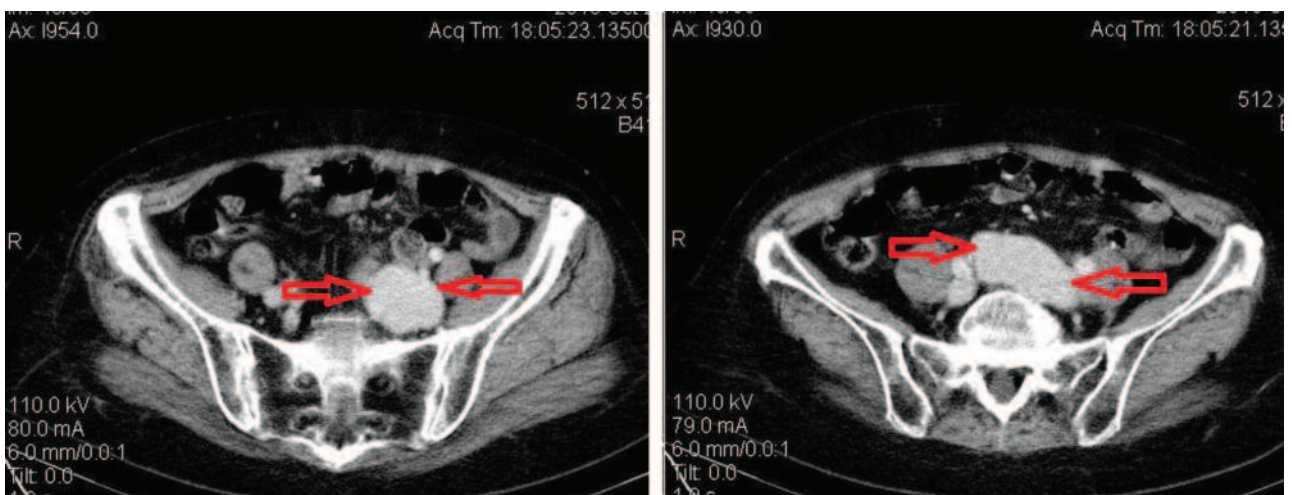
Компьютерные томограммы органов малого таза (аксиальные срезы) демонстрируют образование с четким ровным контуром, равномерно усиливающееся до 100-110 HU в венозную фазу (стрелки)
